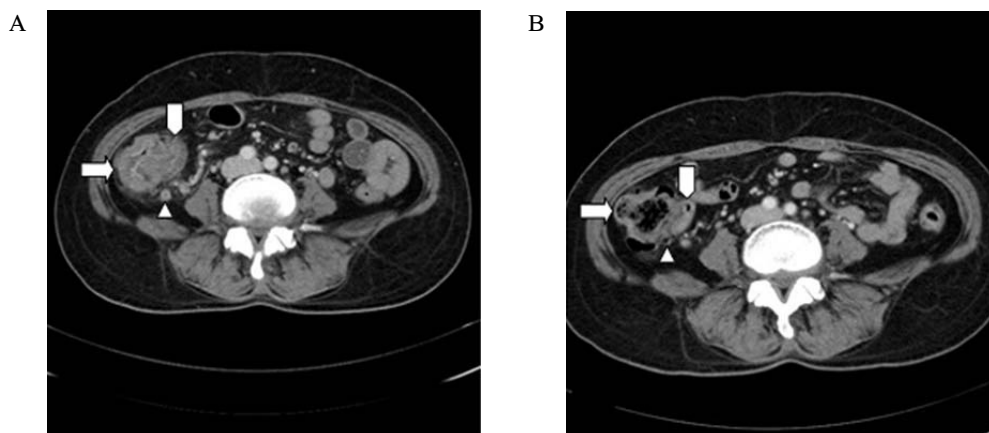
Abdominal computed tomography (CT) scan. A. CT scan reveals neutropenic enterocolitis showing wall thickening of the cecum (arrow), terminal ileum (pentad), and appendix (arrow head) and pericecal inflammatory change. B. Two months later, follow up CT scan reveals disappearance of wall thickening and pericecal inflammatory change.
